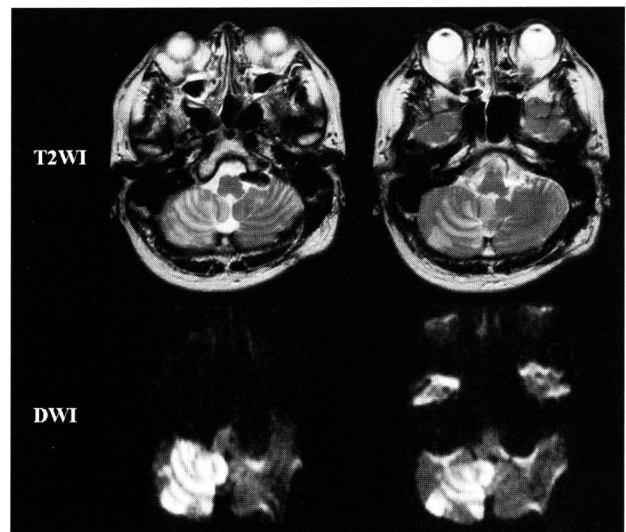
第3回入院時：MRI (上段：T2WI、下段：DWI) (術後6ヶ月目)
